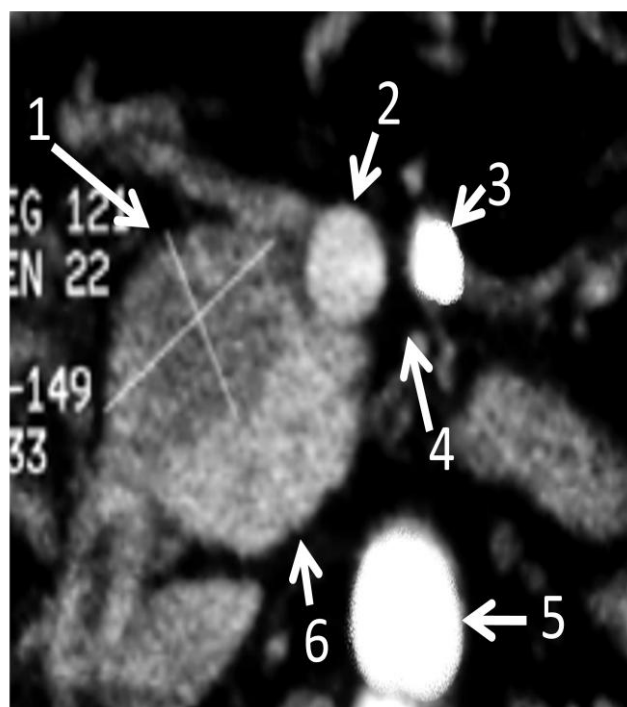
Tomografía axial computada que muestra imagen hipodensa (1) que corresponde a un tumor de páncreas. 2: vena mesentérica superior, 3: arteria mesentérica superior, 4: surco vascular, 5: aorta abdominal y 6: parénquima pancreático normal
